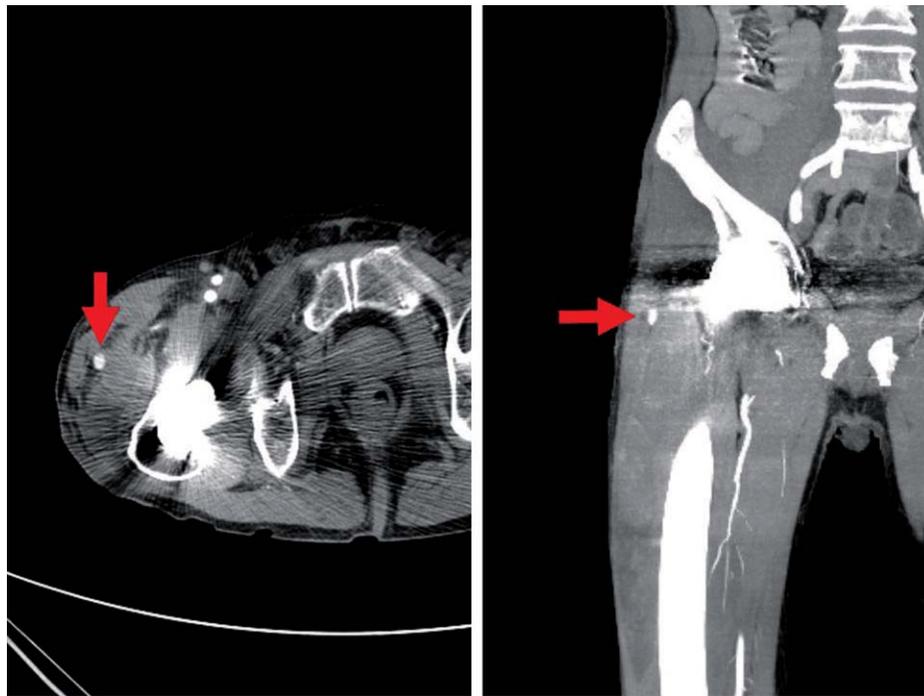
Aixel and coronal view of CT angiography, the arrows indicate ascending branch of lateral circumflex femoral artery and extravasation of contrast media.
